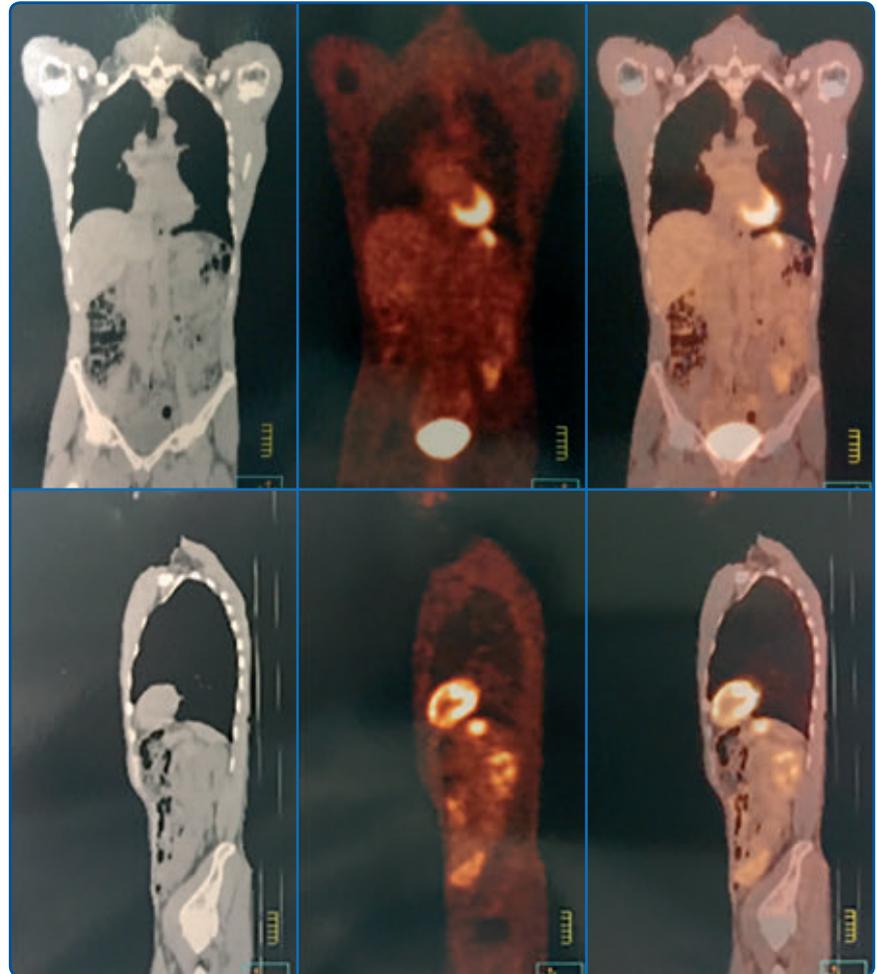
PET-TAC tras quimioterapia neoadyuvante. Persistencia de masa residual en el fundus gástrico.
